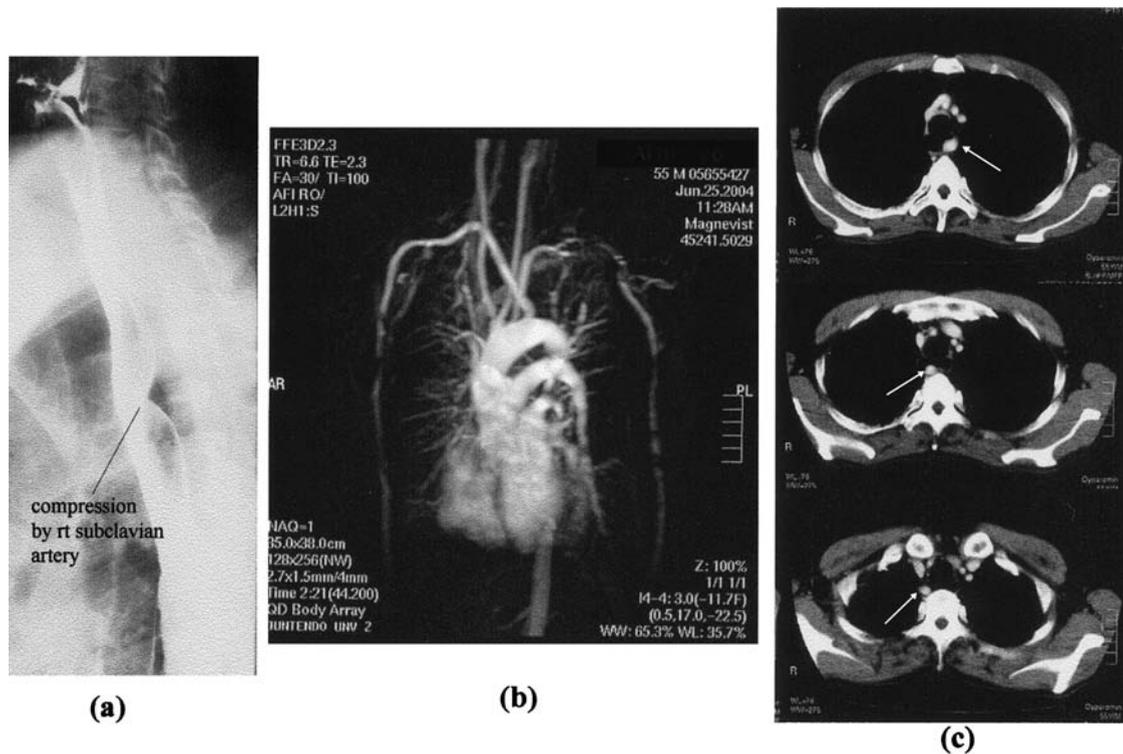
A case of aberrant right subclavian artery. (a) Esophagography showed compression by rt. subclavian artery which was a typical sign of aberrant right subclavian artery, (b) MRA of aberrant subclavian artery, (c) CT scan showed the aberrant subclavian artery was located behind the esophagus (white arrow).
